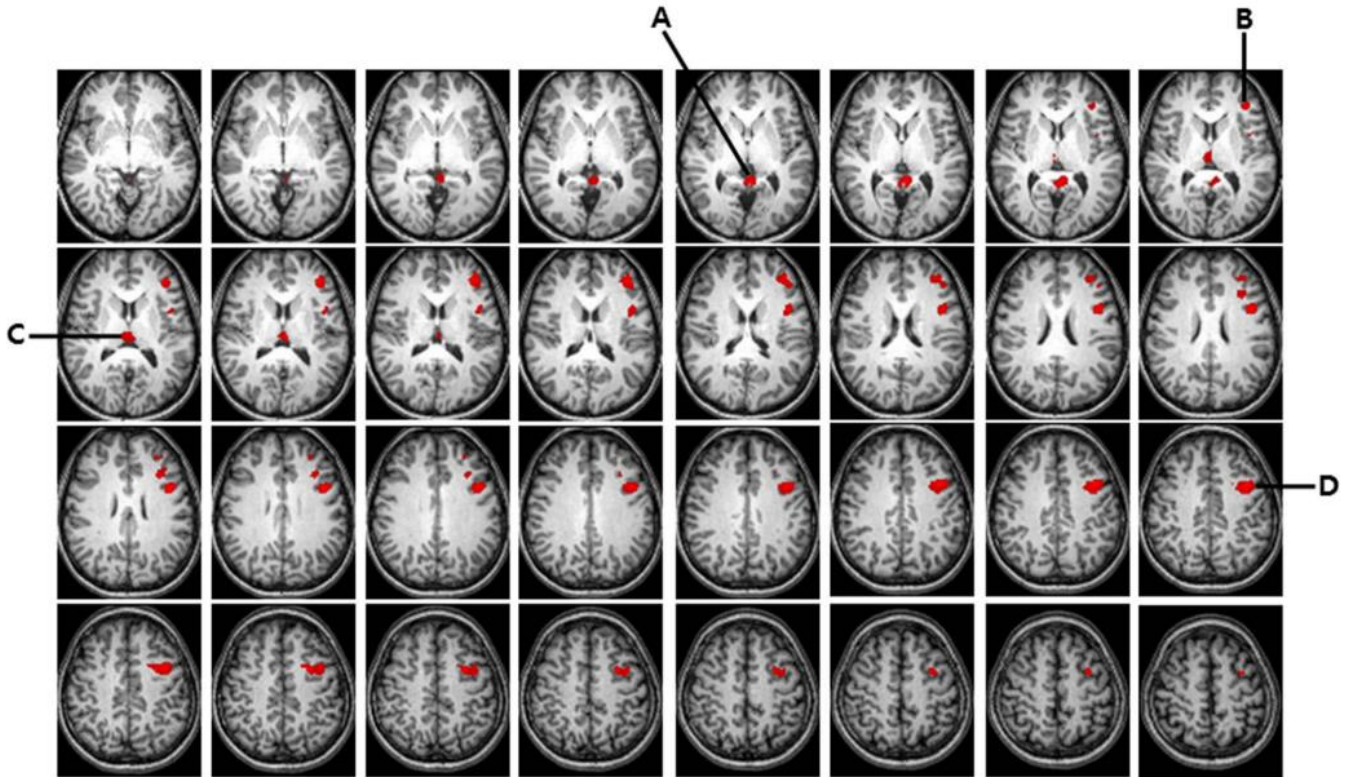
Resonancia magnética funcional. Esta imagen presenta las diferentes regiones cerebrales con mayor activación en pacientes con antecedentes de intentos de suicidio mientras se les presentaban imágenes que evocaban a la violencia como lo fueron cuchillos en este caso. A: se presenta el giro cingulado posterior que forma parte de los lóbulos frontal y parietal en la cara cerebral medial. B: se presenta el giro frontal inferior el cual forma parte de la corteza prefrontal. C: se observa el tálamo izquierdo situado en el centro del encéfalo. D: se presenta el giro frontal medio izquierdo que pertenece al lóbulo frontal.
